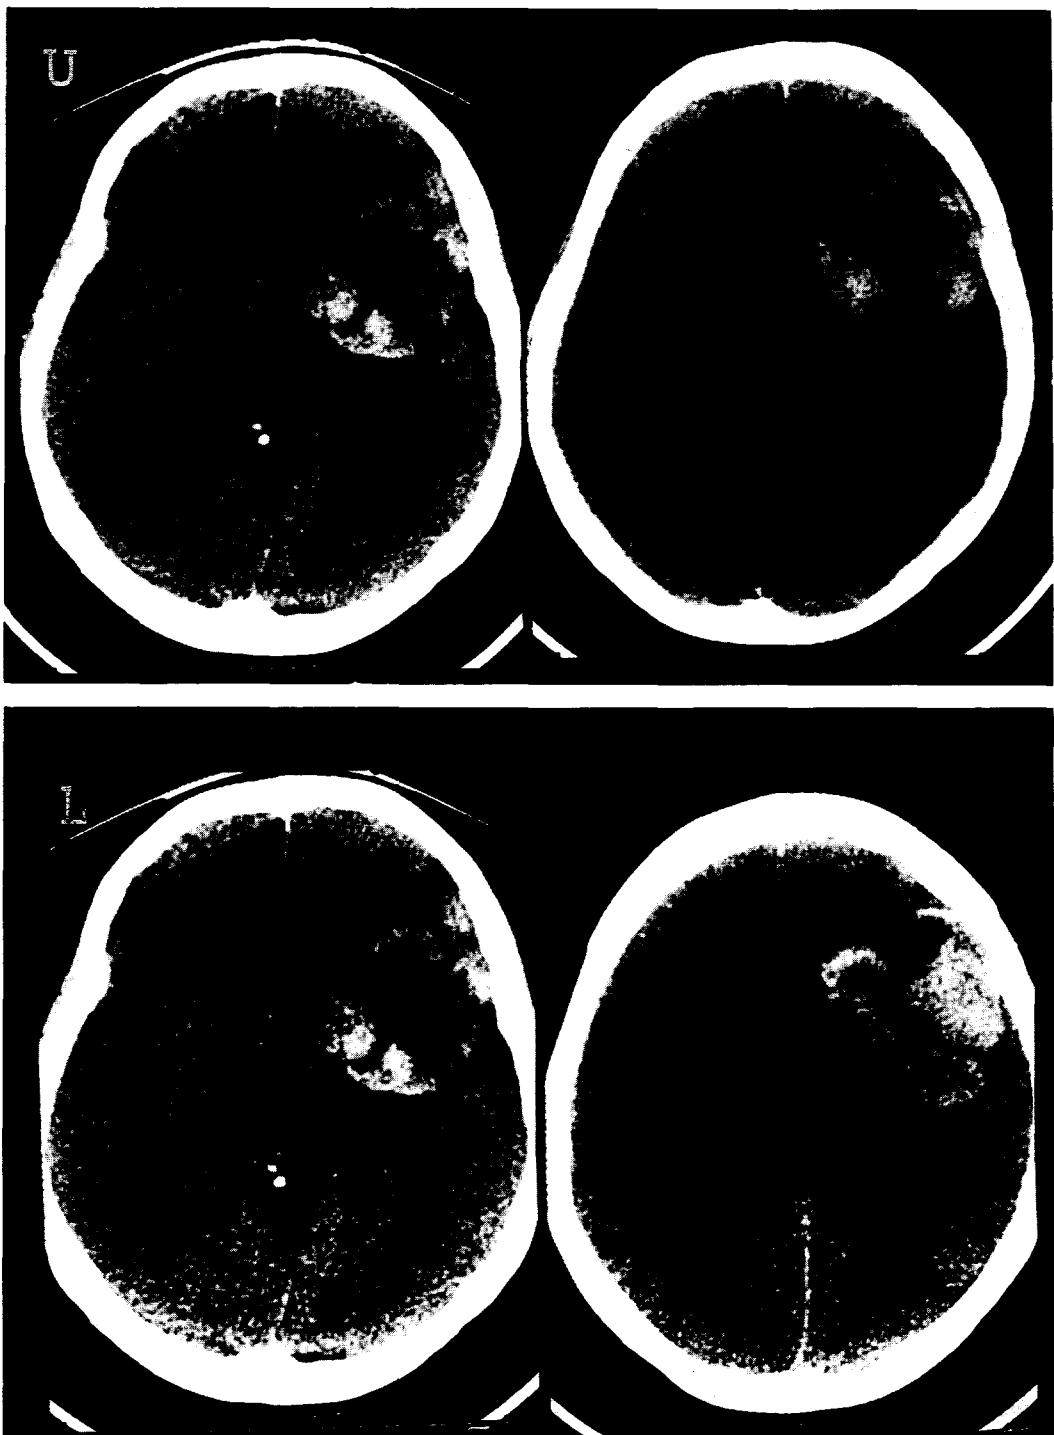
Pre and Post-enhanced brain computed tomogram show a mass lesion in the left fronto-temporal area. The irregular outline is noted along with multiple central hypodense area of decreased uptake of the contrast that represent necrotic areas. The ipsilateral ventricle is effaced by the space-occupying lesion. No additional abnormal lesion is identified.
